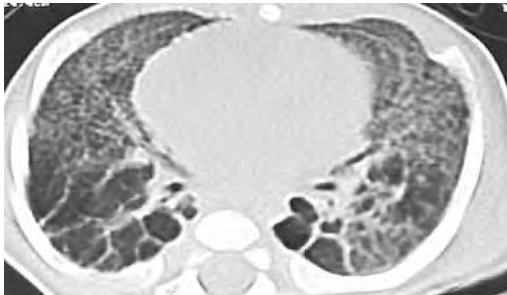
Компьютерная томография органов грудной клетки мальчика И. (объяснение в тексте)
